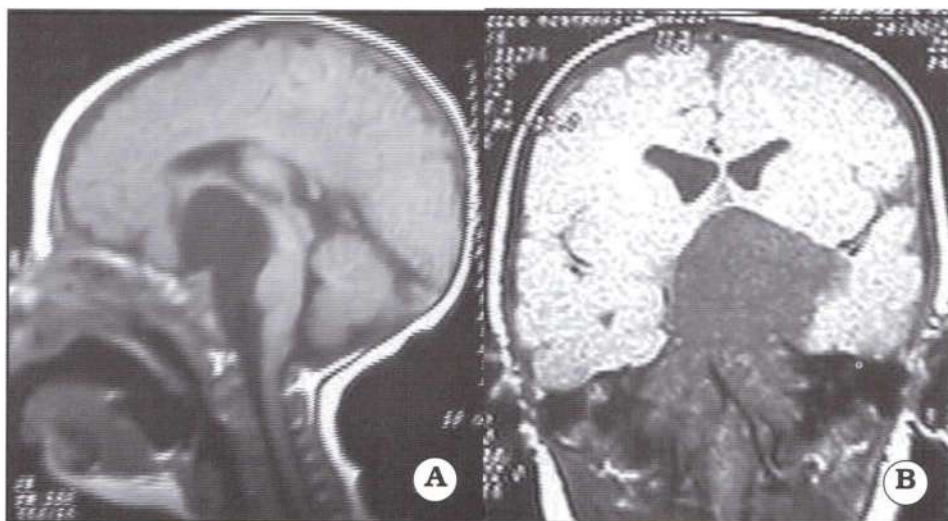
Quiste supraselar. A. IRM preoperatoria, corte sagital en T1. B. IRM preoperatoria, corte coronal en T1.
